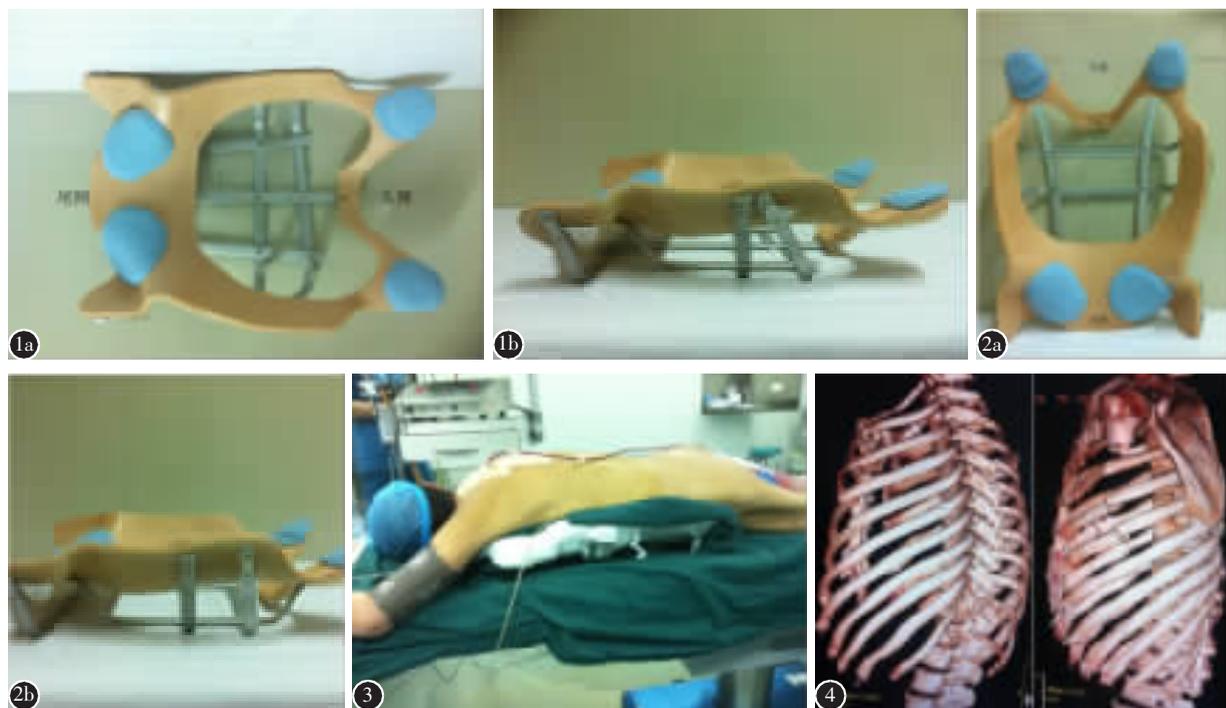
上胸段体位架正侧位(托架胸部中部以下为金属条支撑,中轴有金属条连接) 图 2 腰椎及胸腰段手术体位架的正侧位(中轴部无金属条) 图 3 患者男,T11 爆裂骨折伴左侧 2~5 肋骨,胸骨及右侧 3~8 肋骨骨折,术中患者俯卧位,在体位架与人体接触部位用棉垫固定,体位架双肩部位垫适当厚度布垫 图 4 患者术前和术后 2 周三维 CT 显示胸骨骨折、肋骨骨折无明显移位
